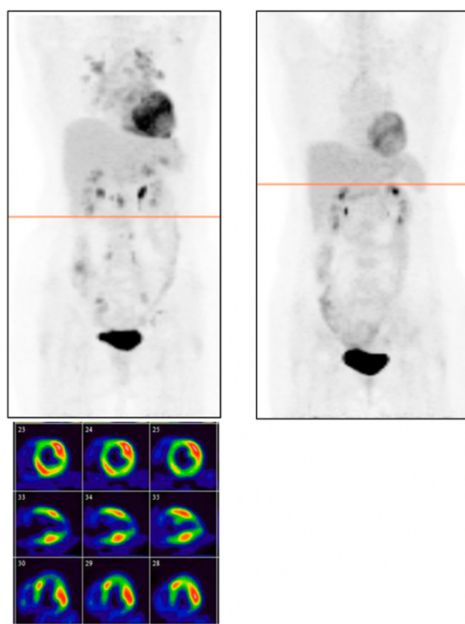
PET con ^{18}F -FDG que muestra intensa captación a nivel pulmonar y de los ganglios hiliares bilaterales (arriba izquierda). Captación multifocal extensa observada en eje corto y vertical cardíaco compatible con infiltración granulomatosa por SC (abajo). Descenso de la captación inicial a nivel miocárdico, pulmonar e hilar tras instauración de 2 meses de tratamiento con prednisona 30 mg/día (arriba derecha) [26].
